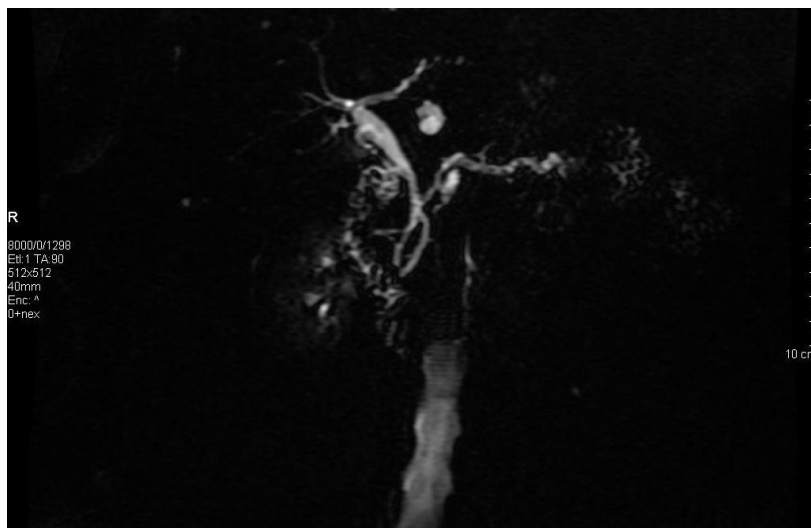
La CW-RM mostra formazione fluida di pertinenza di un dotto pancreatico secondario al passaggio tra istmo e corpo (\varnothing 1,5 cm). La lesione è in connessione mediante peduncolo con il dotto di Wirsung, che appare diffusamente ectasico (5 mm) e con multipli difetti di riempimento endoluminali (IPMN tipo III). L'esame istologico definitivo dopo pancreasectomia sinistra spleen-preserving rivelava trattarsi di lesione borderline.
